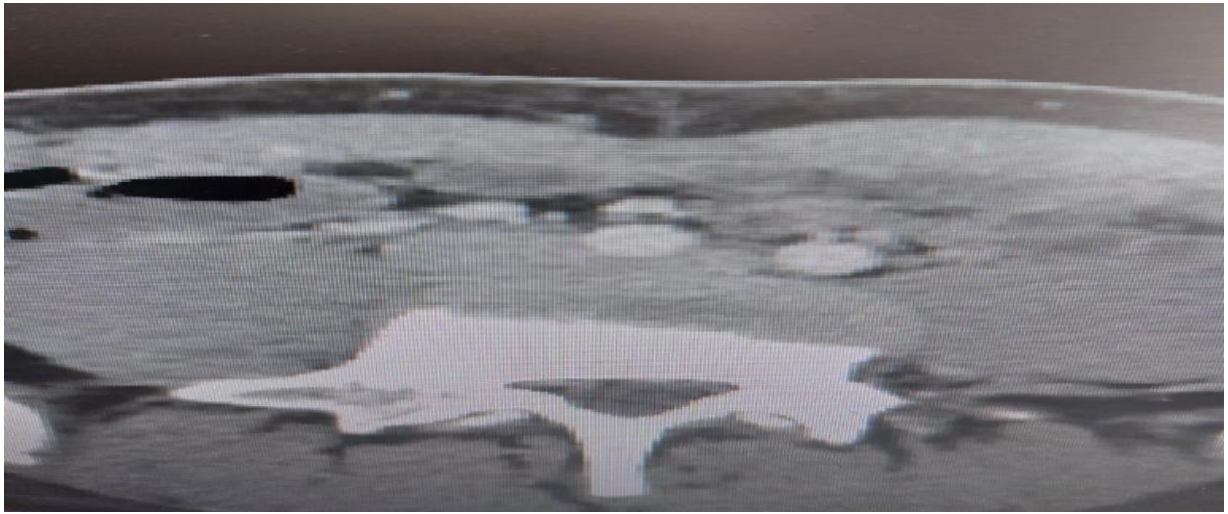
Angio-TDM abdominale du 7eme cas.
